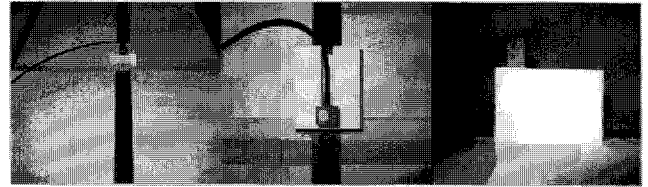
초음파 근접센서의 장착 모습과 제작된 레일
